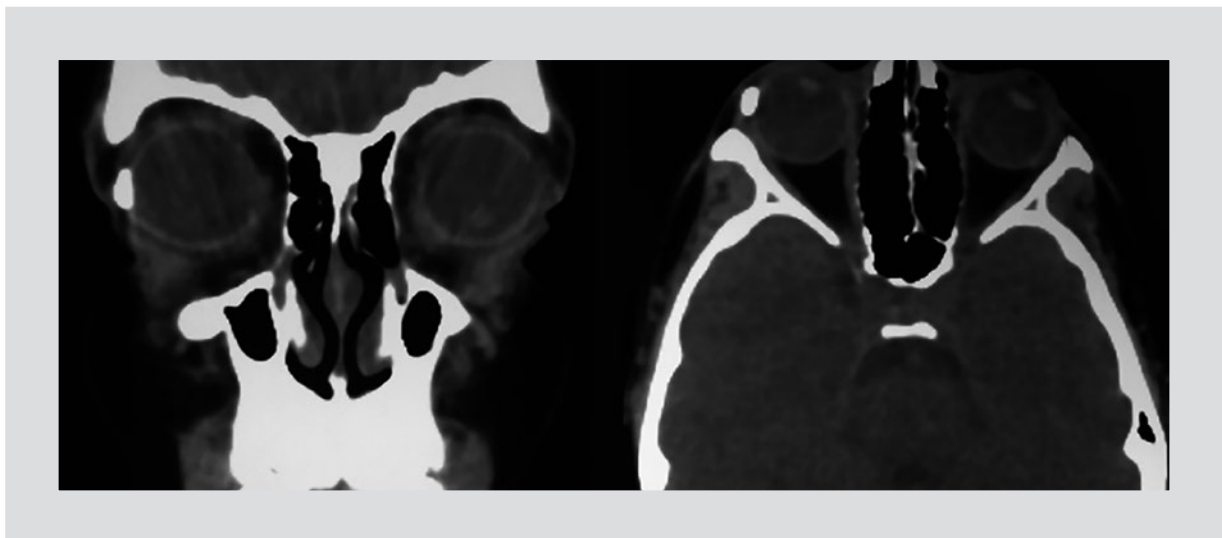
Tomografía computarizada, corte coronal (derecha) y corte axial (izquierda), que muestra un cuerpo extraño (vidrio) lateral al globo ocular derecho.
